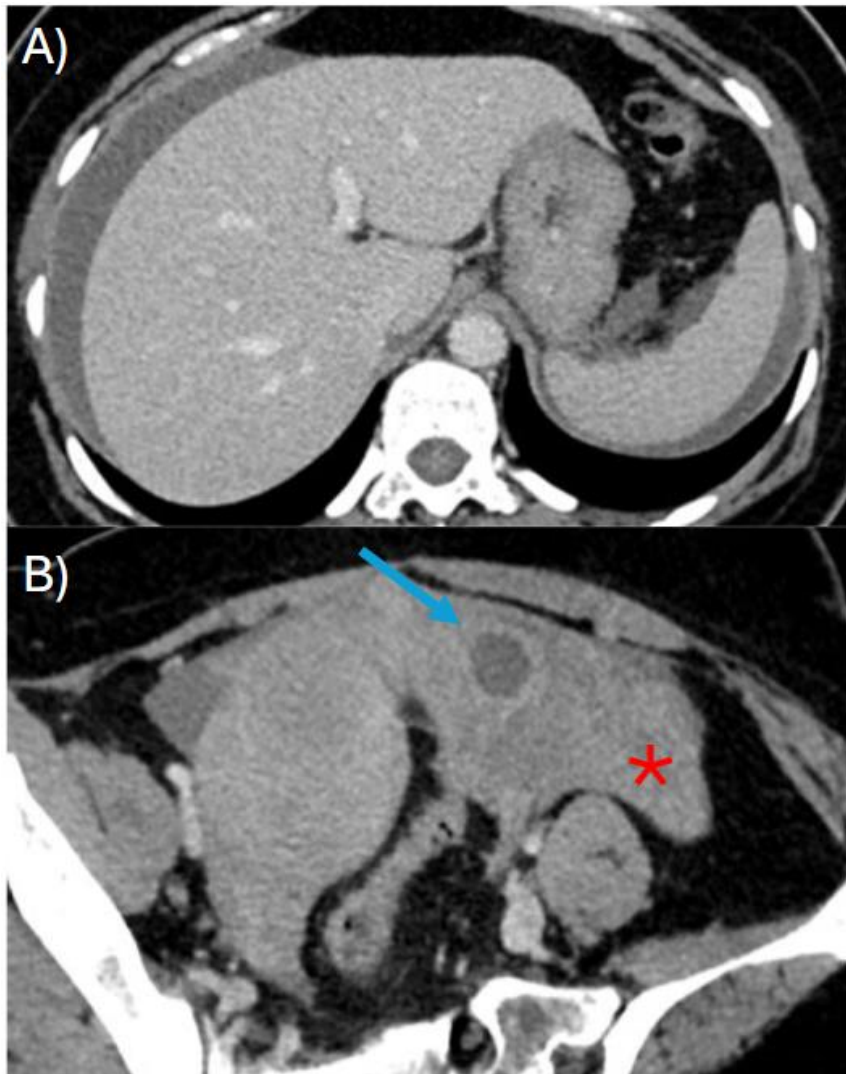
TC abdominopélvico con contraste intravenoso en fase portal, cortes axiales. A) Hemoperitoneo perihepático, periesplénico y B) en pelvis. La densidad de la sangre es mayor en la pelvis, donde se observa el denominado "coágulo centinela" (asterisco). A su lado se identifica una imagen quística compatible con embarazo ectópico (flecha) como causa del sangrado.
